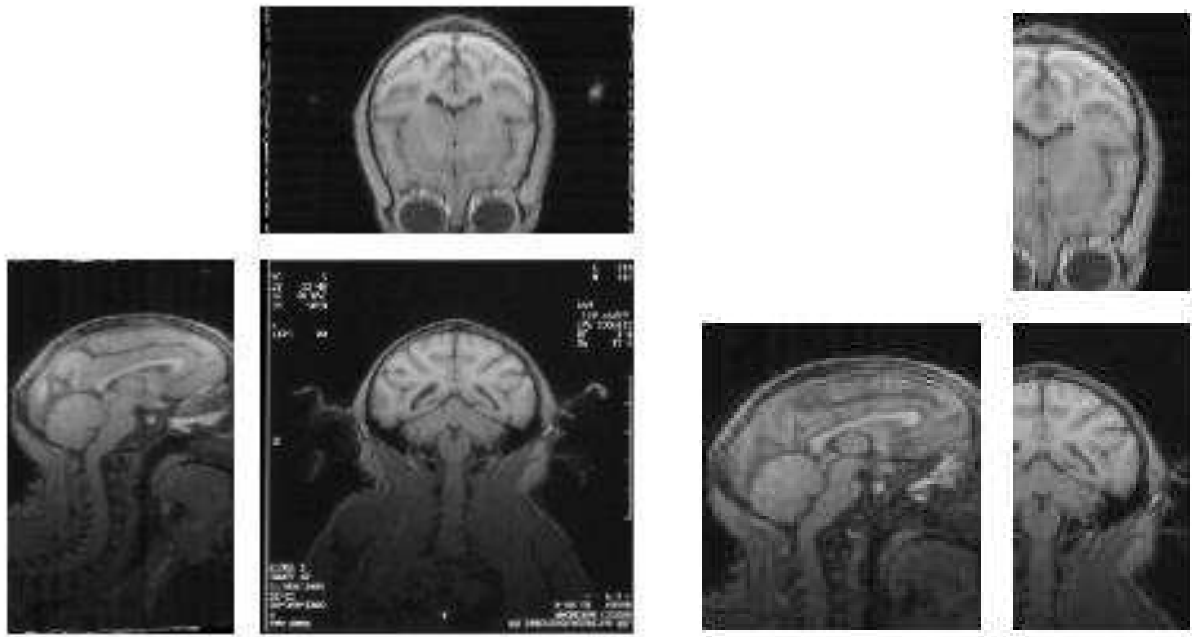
Image IRM pondérée en T1 du singe rhésus sacrifié pour l'expérience cognitive. A gauche : acquisition initiale ; à droite : zone d'intérêt pour la fusion avec le bloc reconstruit.
